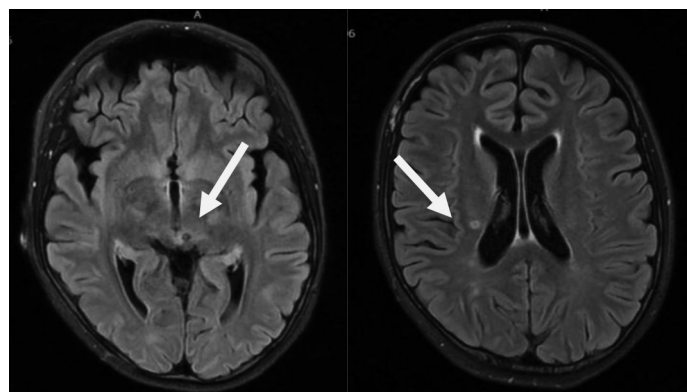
МРТ ГМ через 3 недели от начала новой АБТ терапии (положительная динамика — регрессия, остаточные явления, отсутствие появления новых абсцессов)
